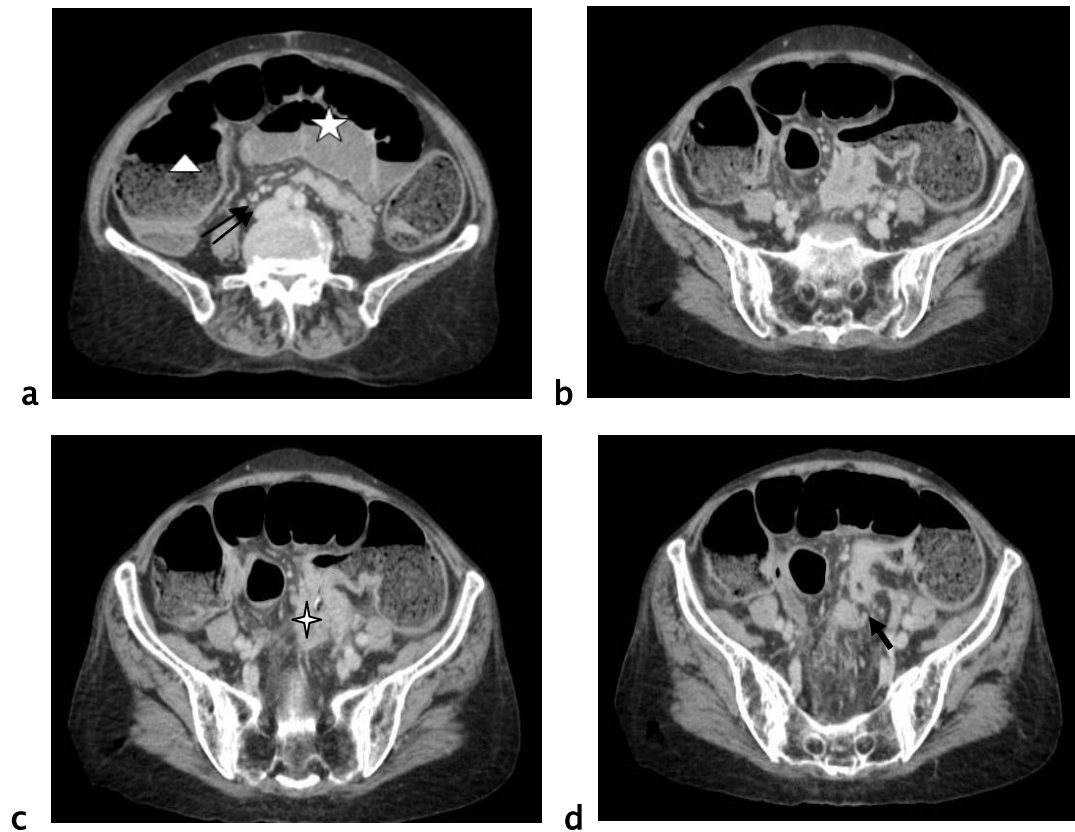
Patient âgé de 60ans, qui se présente pour un arrêt des matières et des gaz d'installation rapidement progressive avec notion de rectorragie. TDM abdominale avec injection du PDC objectivant
